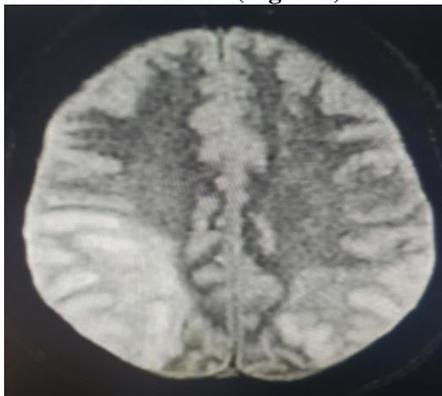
IRM cérébrale montrant en séquence Flair un hypersignal occipito pariétal bilatérale
